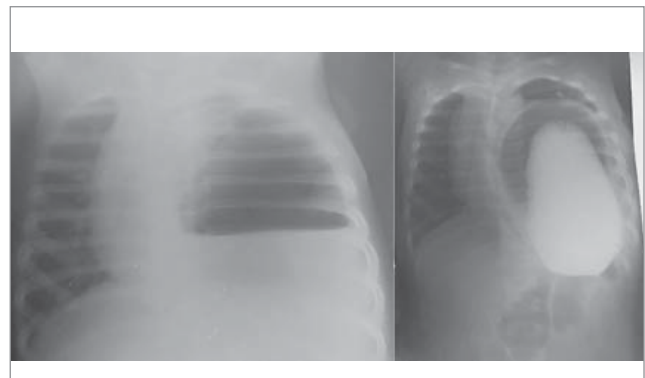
Оглядова і контрастна рентгенограма ОГК та ОЧП пацієнта (візуалізується шлунок у лівій половині грудної клітки)
